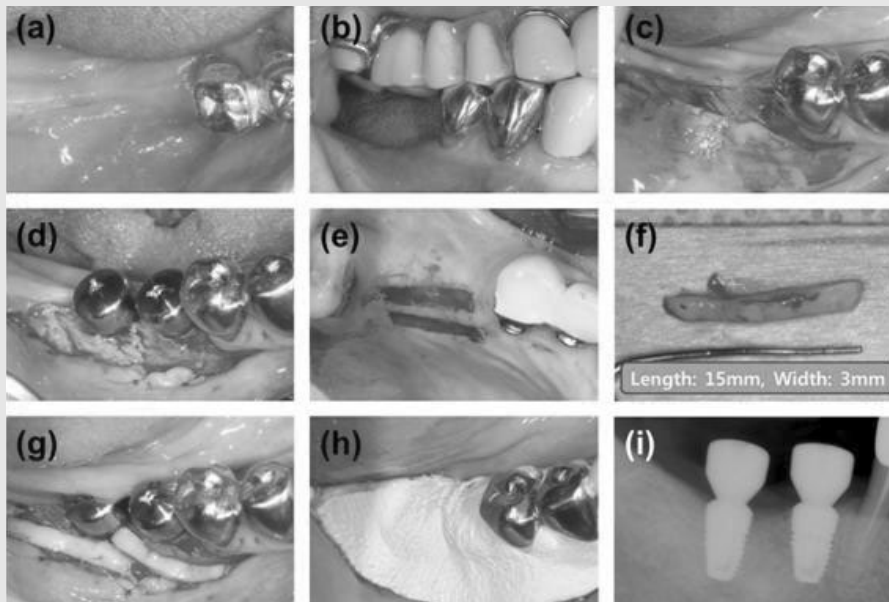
Free gingival graft with healing abutments connection: Case 2. (a) Pre-operative occlusal view. (b) Pre-operative lateral view (c) Occlusal view. Buccal flap was transposed apically and cover screws were seen. (d) Occlusal view. Healing abutments were connected. (e) Occlusal view. Two strip free gingival grafts were harvested from right hard palate area. (f) Strip grafts dimension, length: 15mm and width: 3mm (g) Occlusal view. Grafts were located on the recipient site. (h) Occlusal view. The recipient site was covered by periodontal pack. (i) Post-operative periapical view.
